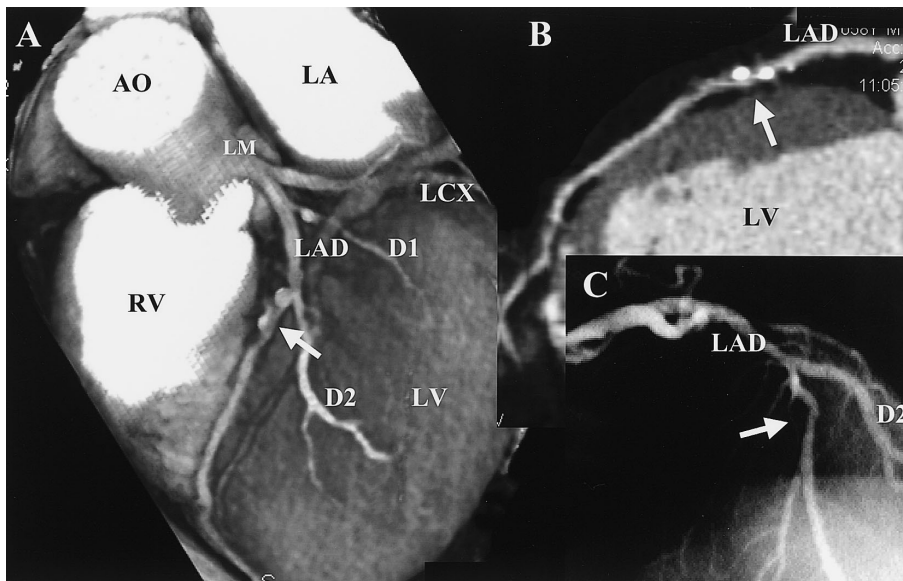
Multislice computed tomography scans (A, B) and coronary angiogram (C) of the left anterior descending coronary artery
